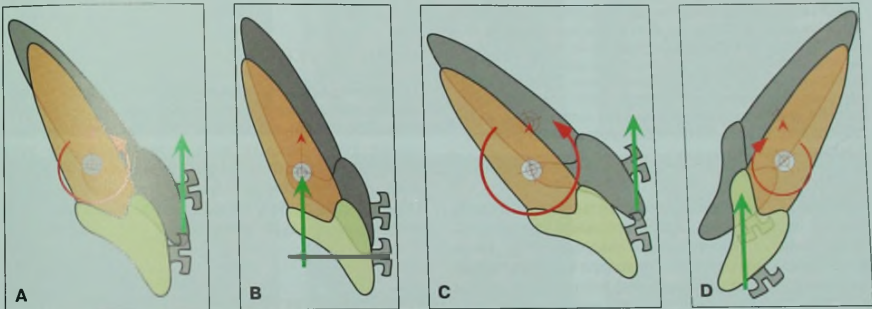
Четыре варианта приложения силы. А. Приложение силы к брекету вызывает вертикальное перемещение зуба в сочетании с его наклоном. В. Линия действия силы проходит через ЦС зуба, в результате чего происходит его корпусное перемещение. С. Приложение силы к брекету при начальном вестибулярном наклоне зуба создает момент силы, при котором нежелательный наклон зуба увеличивается. Д. Действие интрузионной силы на орально наклоненный зуб создает момент, за счет которого его оральный наклон еще более увеличивается.
